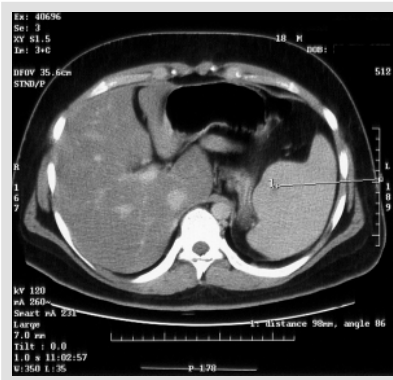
CT sleziny po aplikaci k. i. i. v. – útvar v oblasti hilu se kontrastní látkou výrazně nasýtil, ale vůči parenchymu sleziny je mírně nižší denzita
